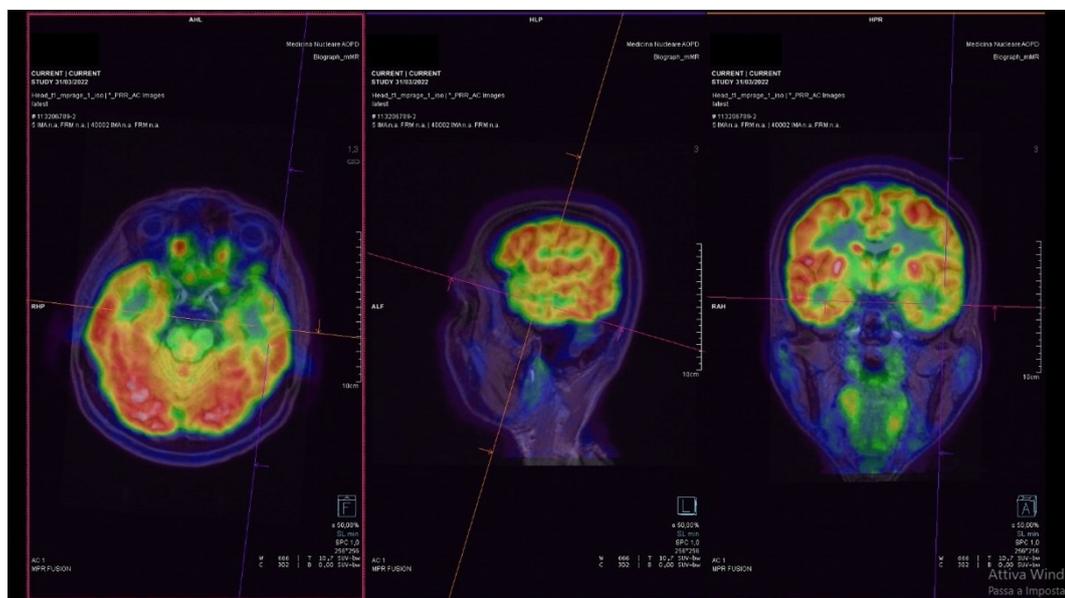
Risultato della 18F-FDG PET/MRI ibrida nel paziente 10.
